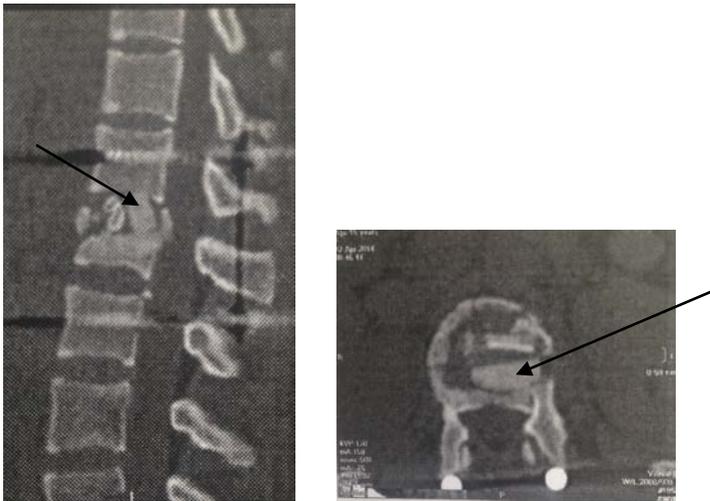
КТ больной У., 17 лет, после операции переднего межтелового спондилодеза с использованием УНИ
